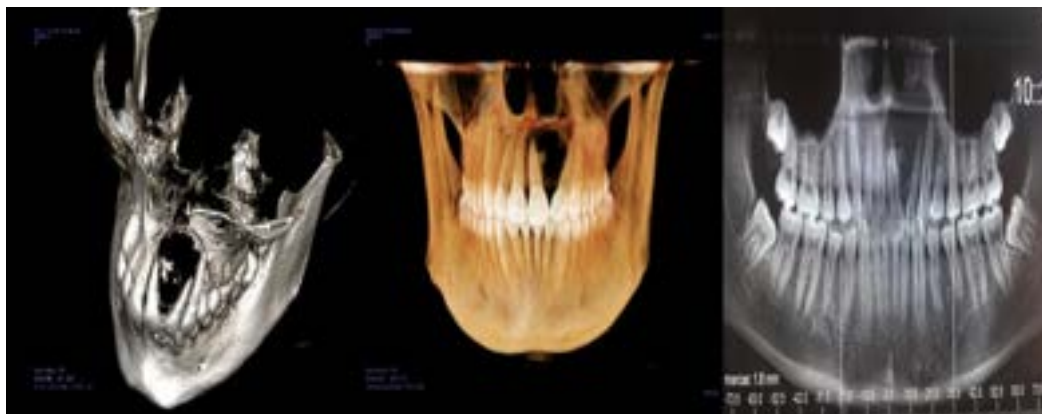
Tomografía computada con reconstrucción 3D en donde se observa una lesión quística con presencia de estructura calcificada.
